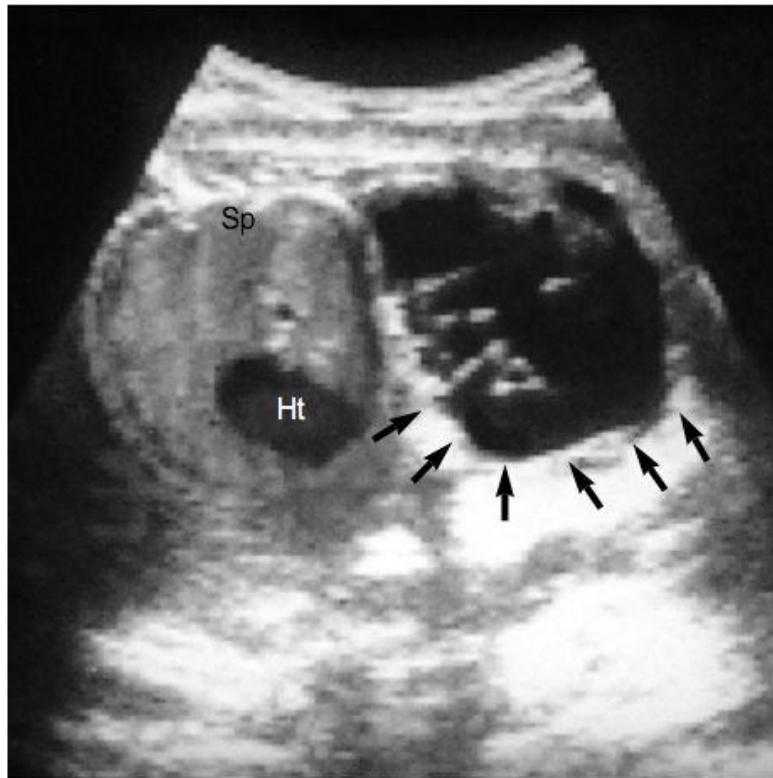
vue échographique transversale du thorax chez un fœtus à 35 SA montrant une masse kystique large avec des septas (flèches) au niveau de la région axillaire gauche. (Sp : colonne vertébrale, Ht : cœur)[74]
